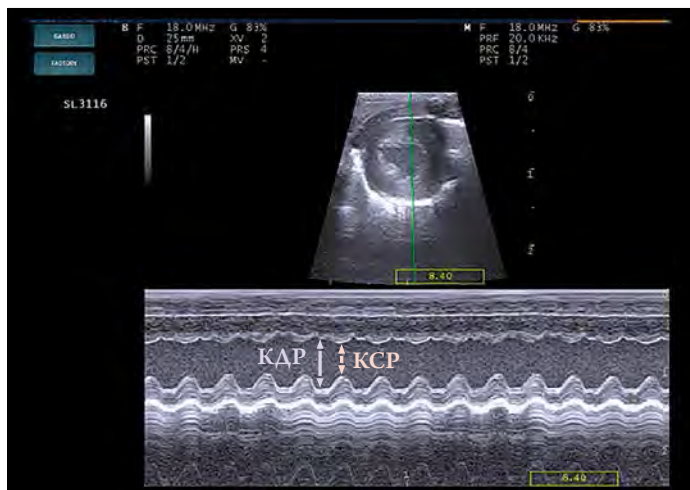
Эхокардиограмма экспериментального животного в М-режиме (ЛЖ в парастеральном сечении по короткой оси)
